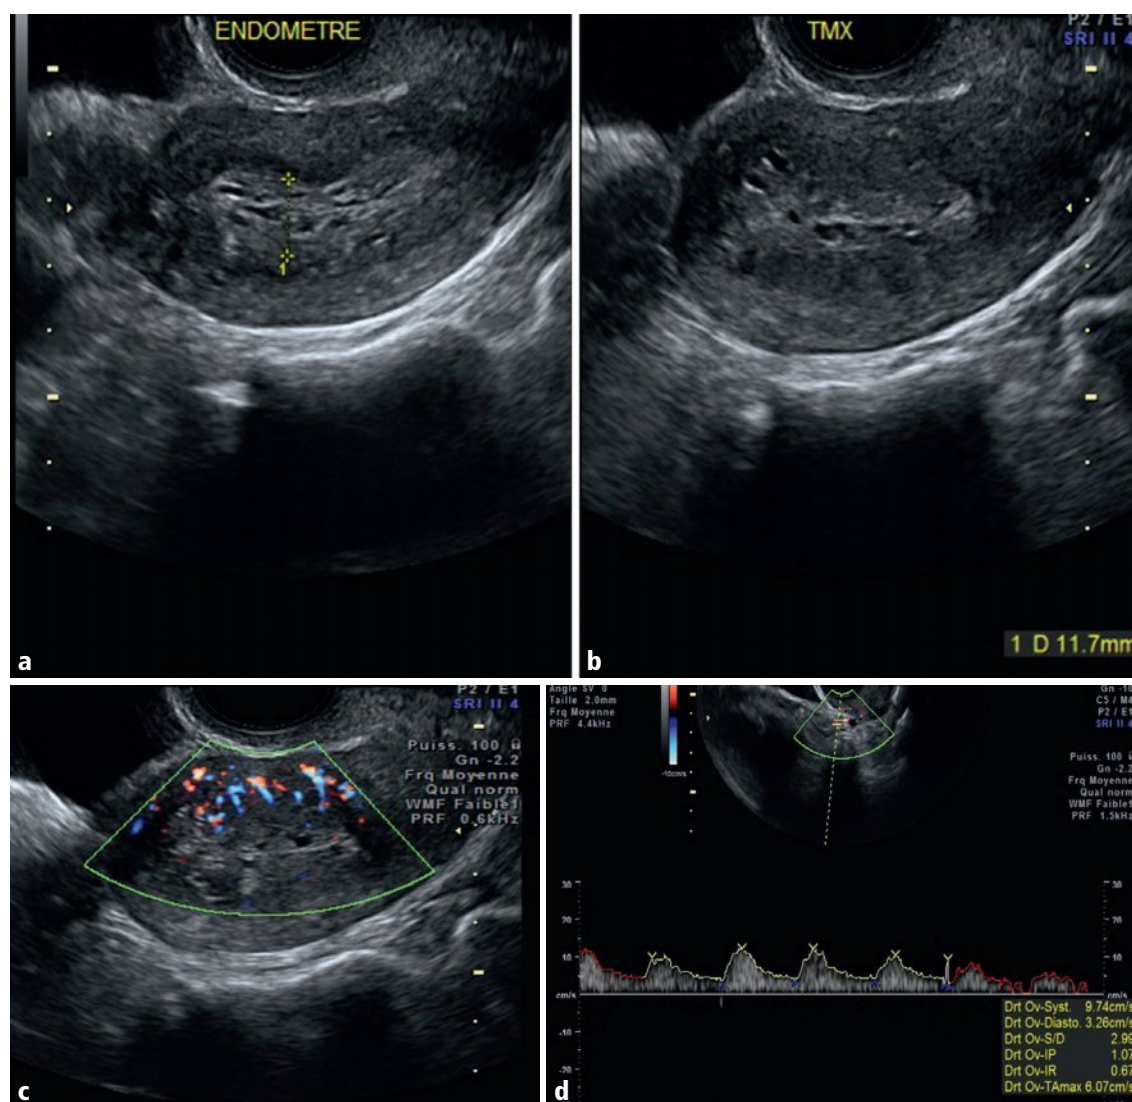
a-d Utérus, coupes sagittales en mode B (a, b) et en Doppler énergie (c); Doppler pulsé de l'artère utérine (d).
